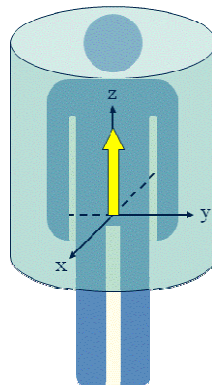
Magnetización longitudinal: el paciente se magnetiza cuando es colocado en la unidad de RM, (Cabrero (21))
